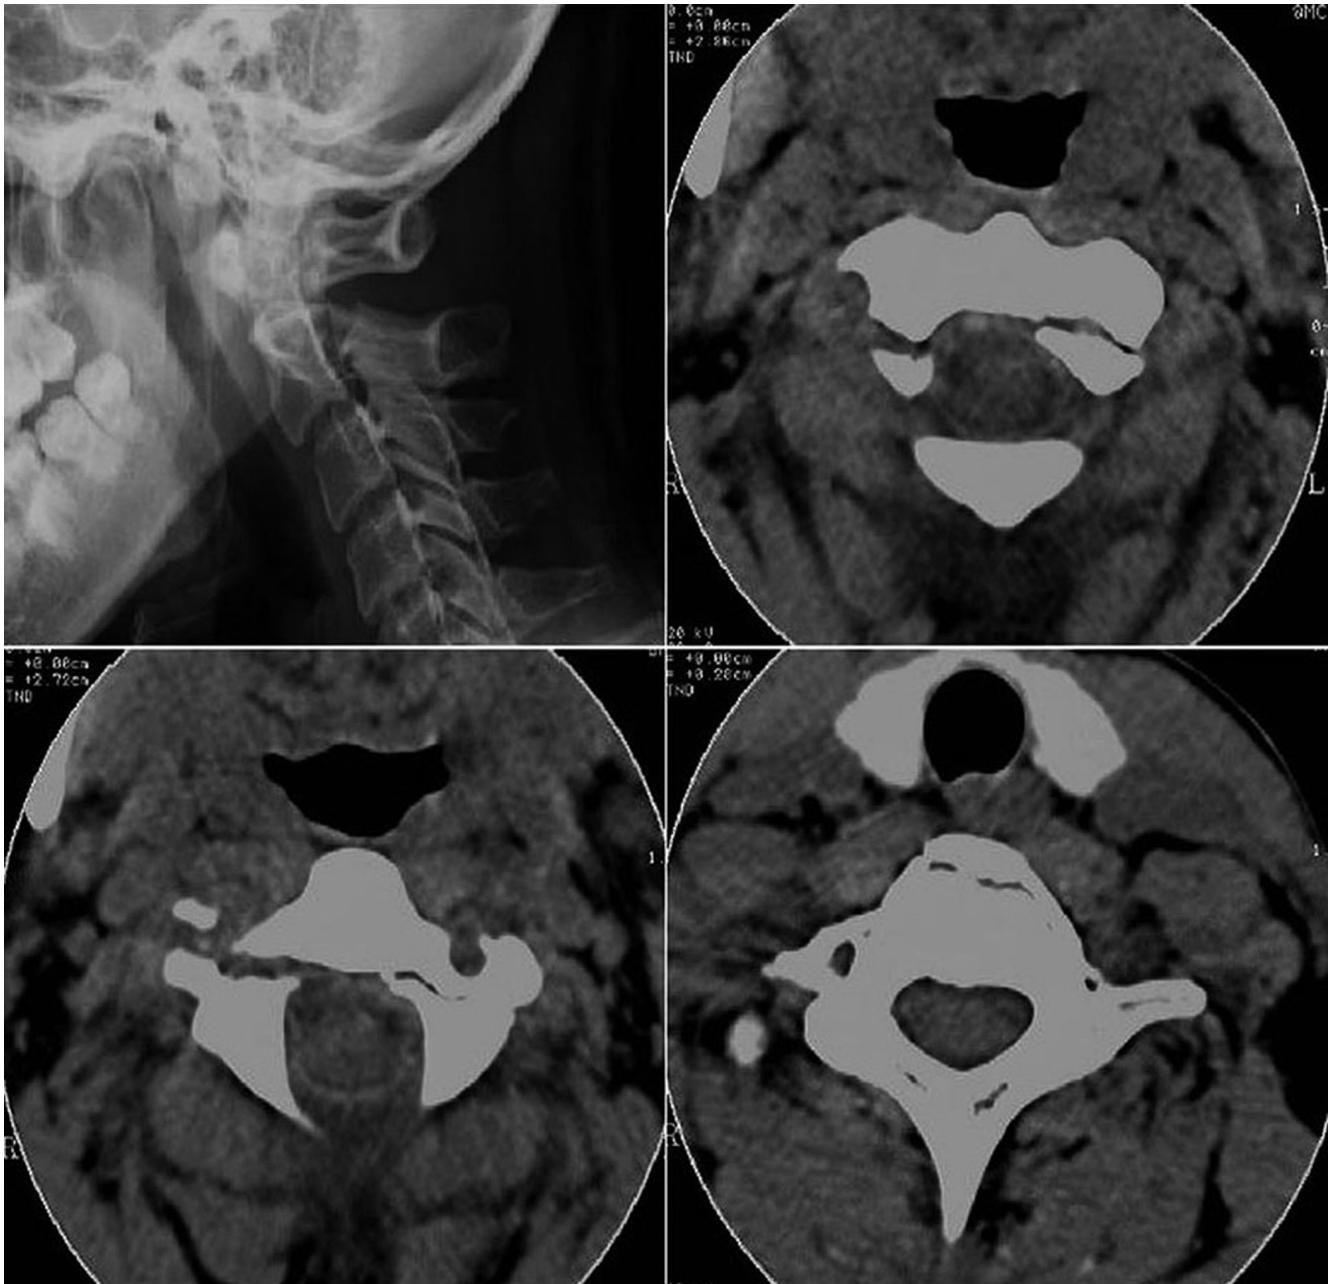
Plain radiograph and CT scan show bilateral symmetrical fractures detaching the pedicles from the body of C2 (Hangman's fracture) and linear fracture lines in the anterior body of the C7
